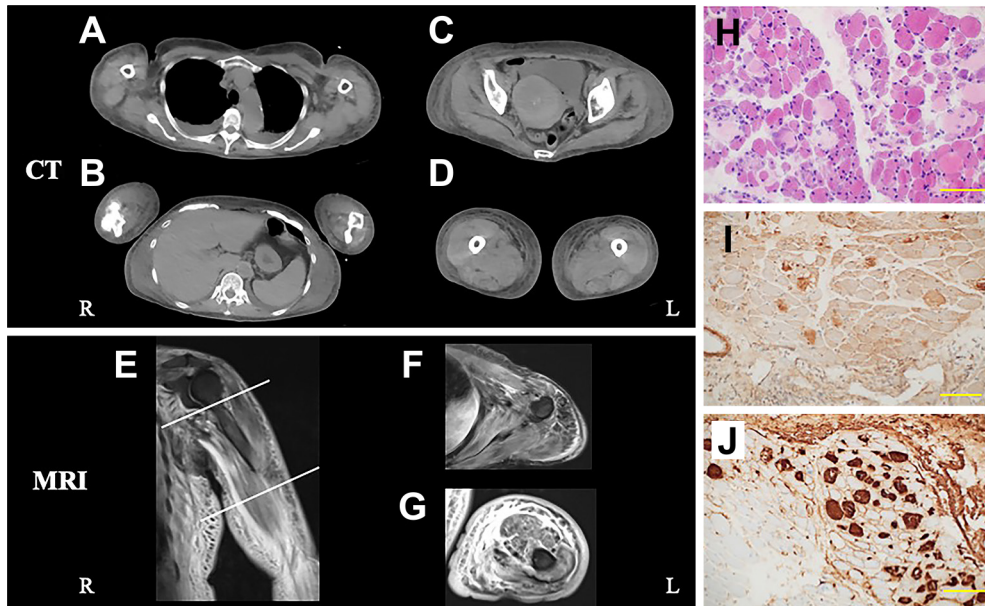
Muscle imaging (CT and MRI) findings on admission and pathological findings in case 1.
